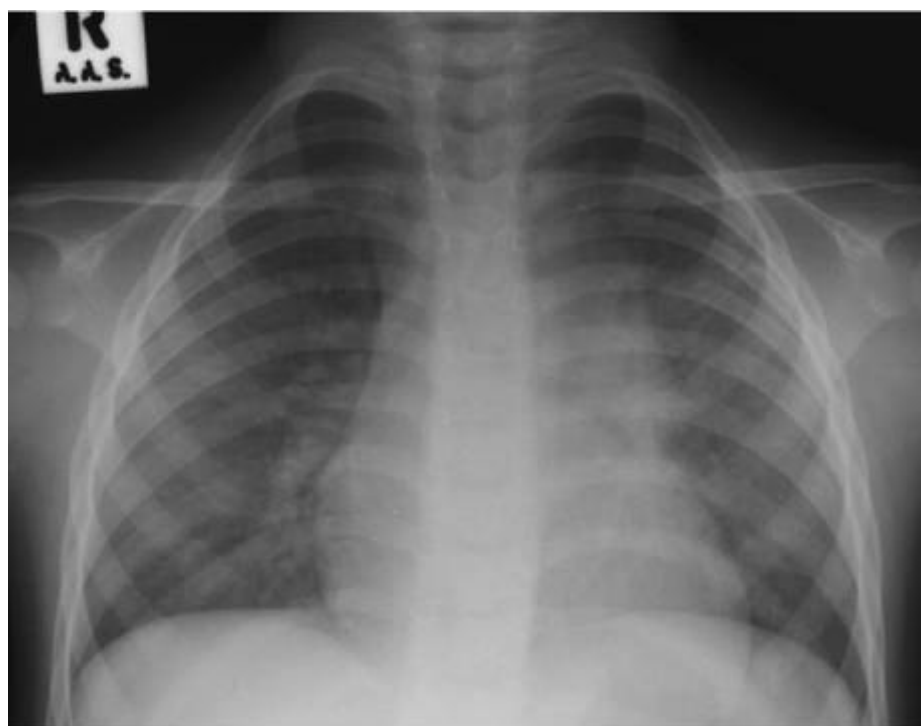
Рентгеновский снимок того же пациента спустя 6 месяцев лечения, указывает только на фиброз в верхней доле слева.
